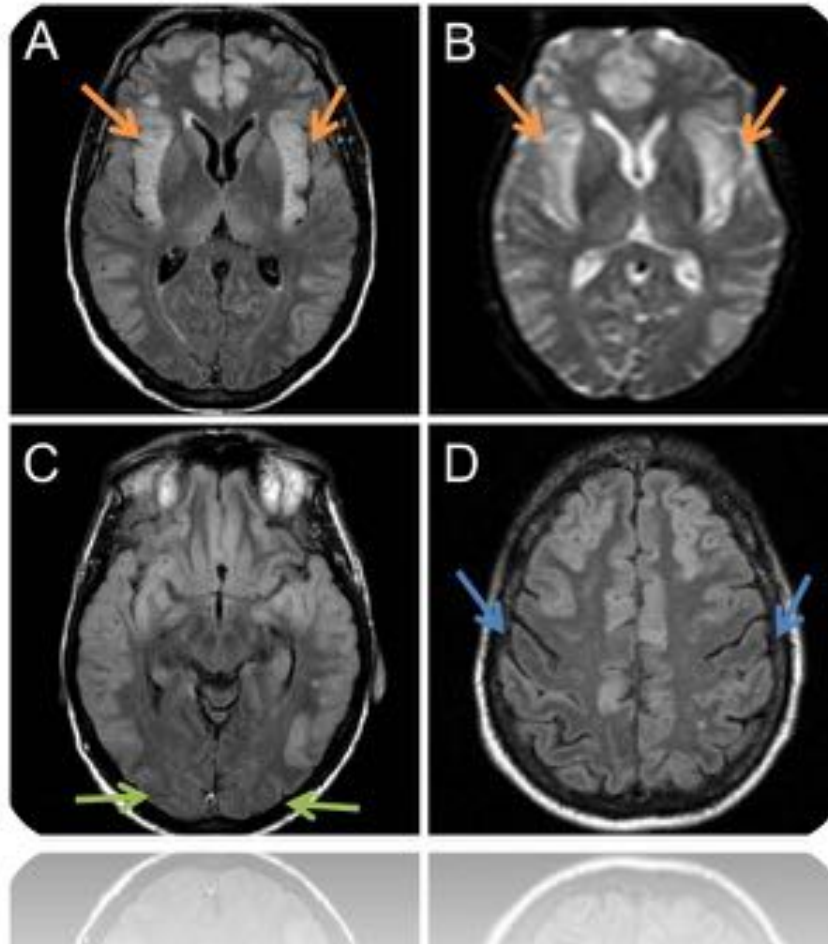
RM cerebral en planos axiales y secuencias FLAIR (A,C,D) y secuencia de difusión (B), que ponen de manifiesto una hiperintensidad de la sustancia blanca que afecta típicamente el córtex insular (flechas naranjas), con preservación de las regiones perirrolándicas (flechas azules) y occipitales (flechas verdes).
